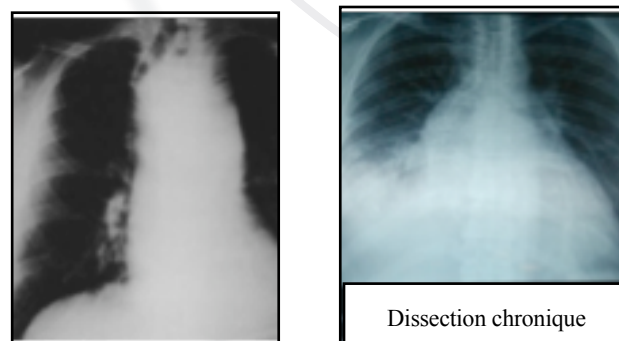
Radiographie du thorax (aigüe et chronique).
